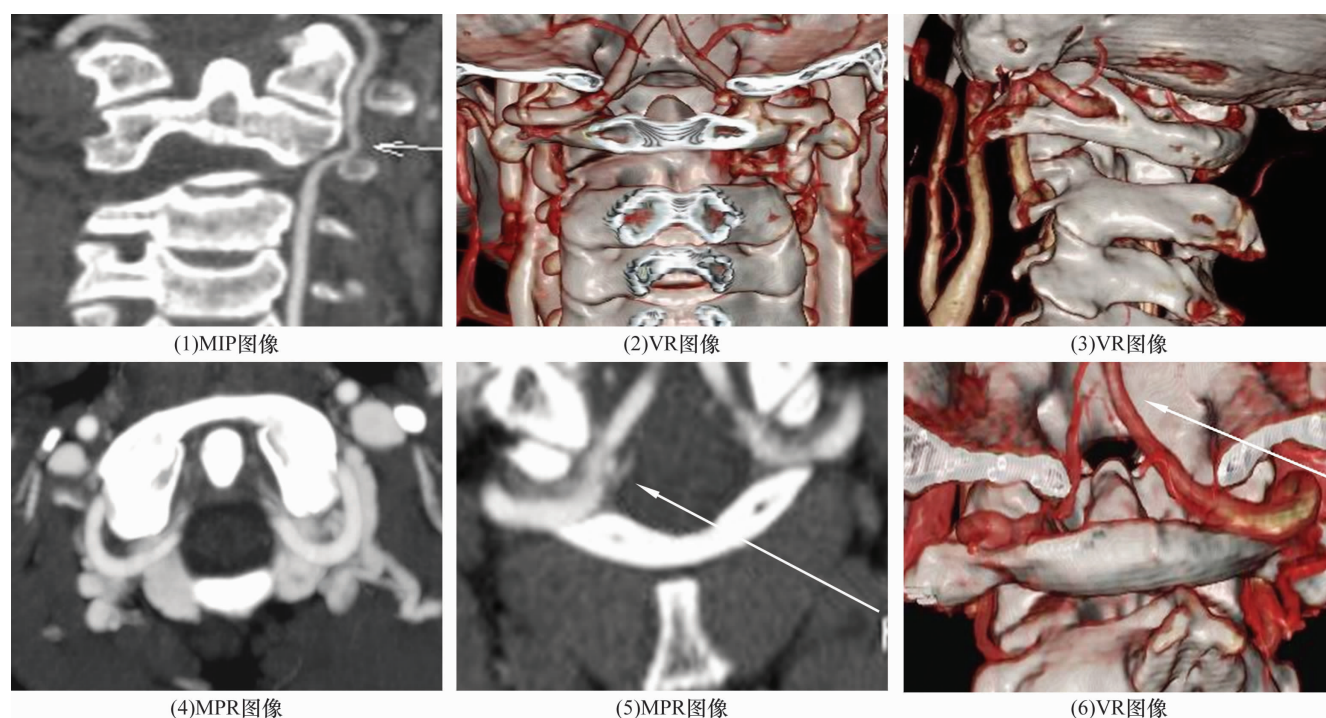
椎动脉 V₃ 段螺旋 CT 血管造影图像
